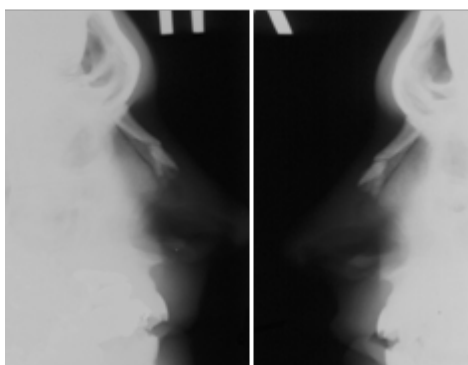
Рентгенография костей носа в правой и левой боковых проекциях. Оскольчатый перелом костей носа со смещением отломков
